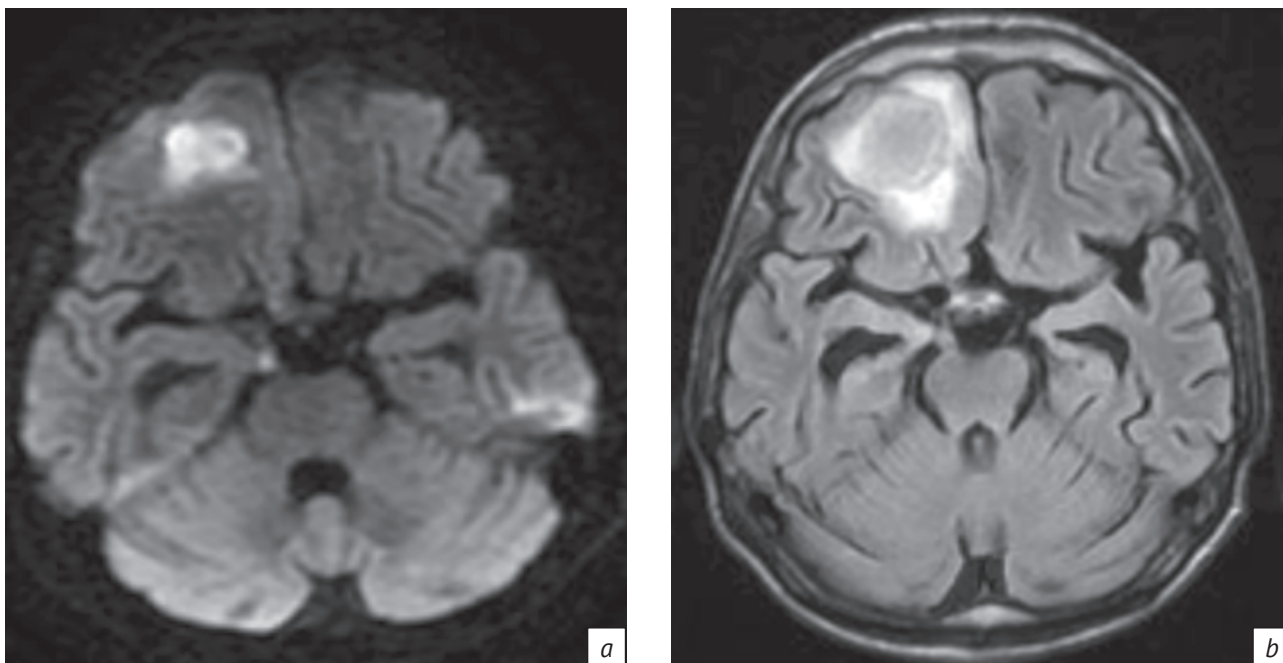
МРТ-изображения в аксиальной плоскости в режимах ДВИ (а) и FLAIR (b). Определяется усиление МР-сигнала от правого корешка глазодвигательного нерва и его значительное утолщение. Абсцесс в правой лобной доле
